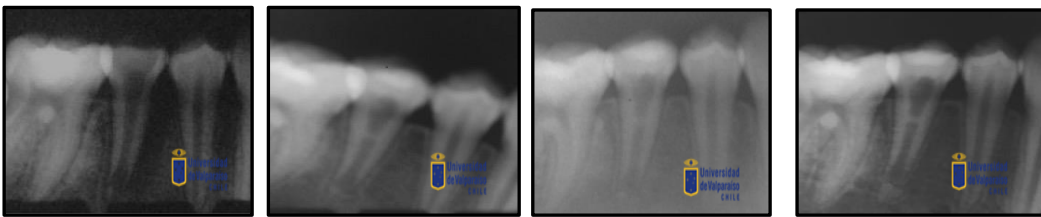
Radiografía control 12 meses (25/01/2017) se aprecia aparente aumento de longitud de pared radicular distal.
